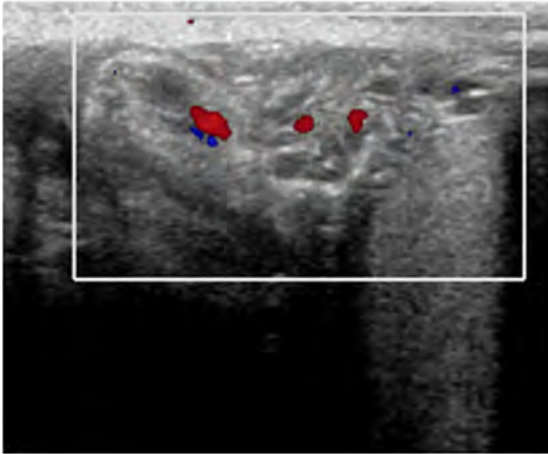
Ultrasonido Doppler color con vascularidad incrementada proximal y disminución del flujo sanguíneo distal.
